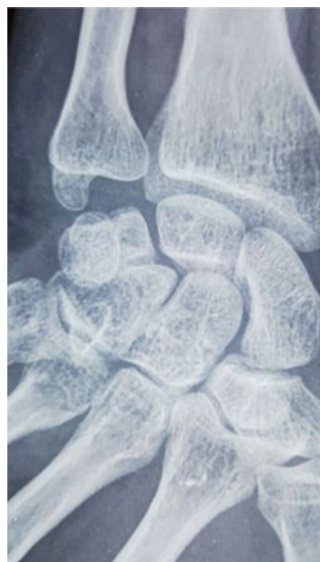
Radiographie du poignet face : montrant une fracture non déplacée du corps du scaphoïde type 4 de Schernberg
